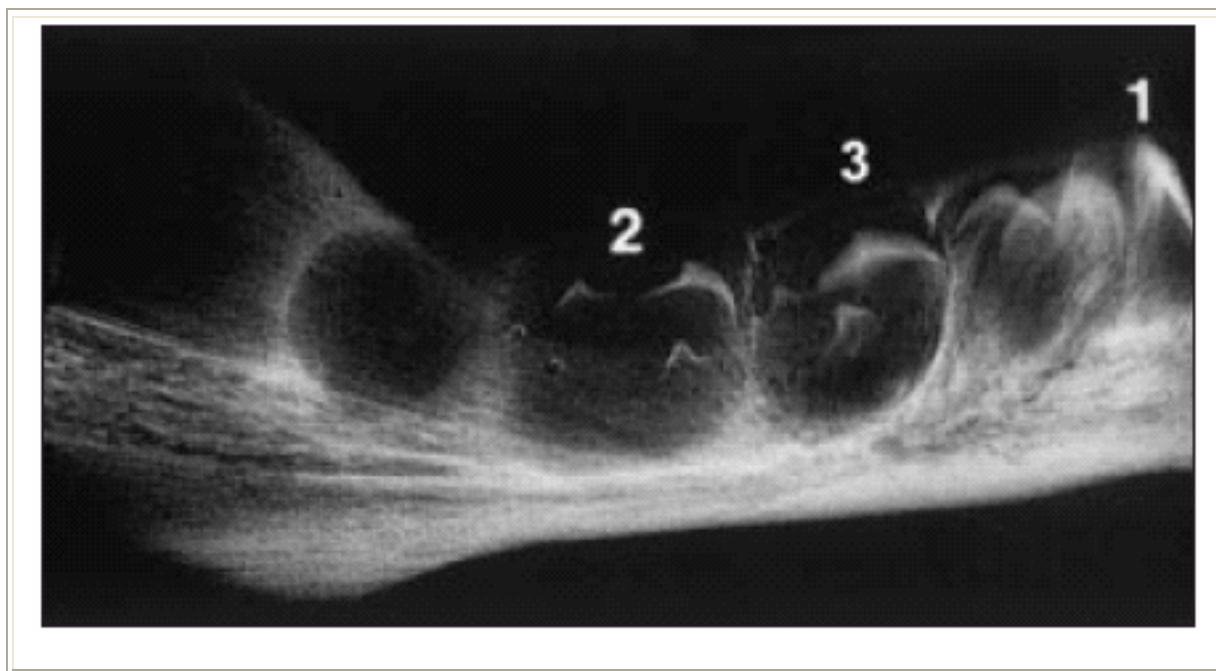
Radiografía mandibular de un feto de 30 semanas (tomado de: Whitaker y McDonald. A colour atlas of forensic dentistry. Wolfe Medical Publications, London, 1989). Se observa que el incisivo tiene un estadio de mineralización avanzado (1), se ha iniciado la mineralización de las cúspides del segundo molar temporal (2) y se ha producido la fusión de las cúspides del primer molar temporal (3).
